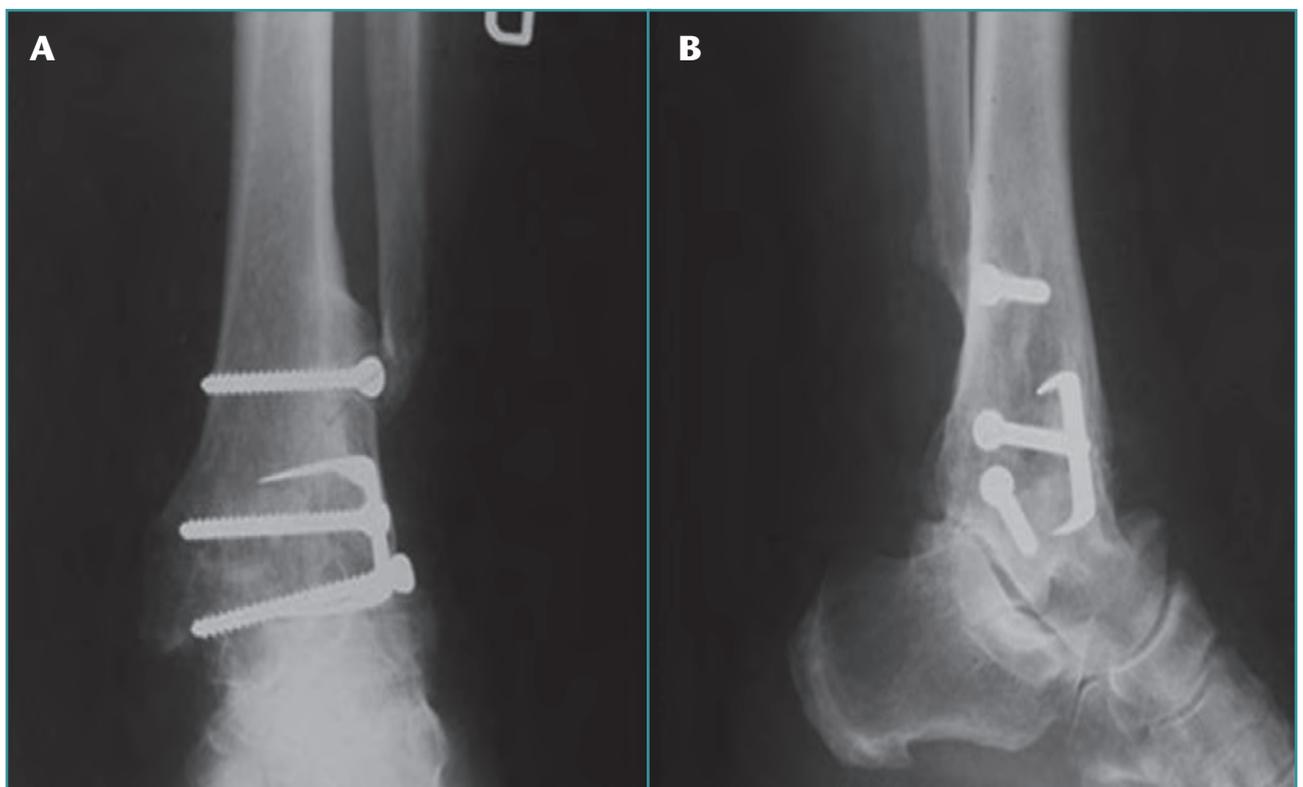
Técnica de Merle D'Aubigne. A) Radiografía anteroposterior. B) Radiografía de perfil.
